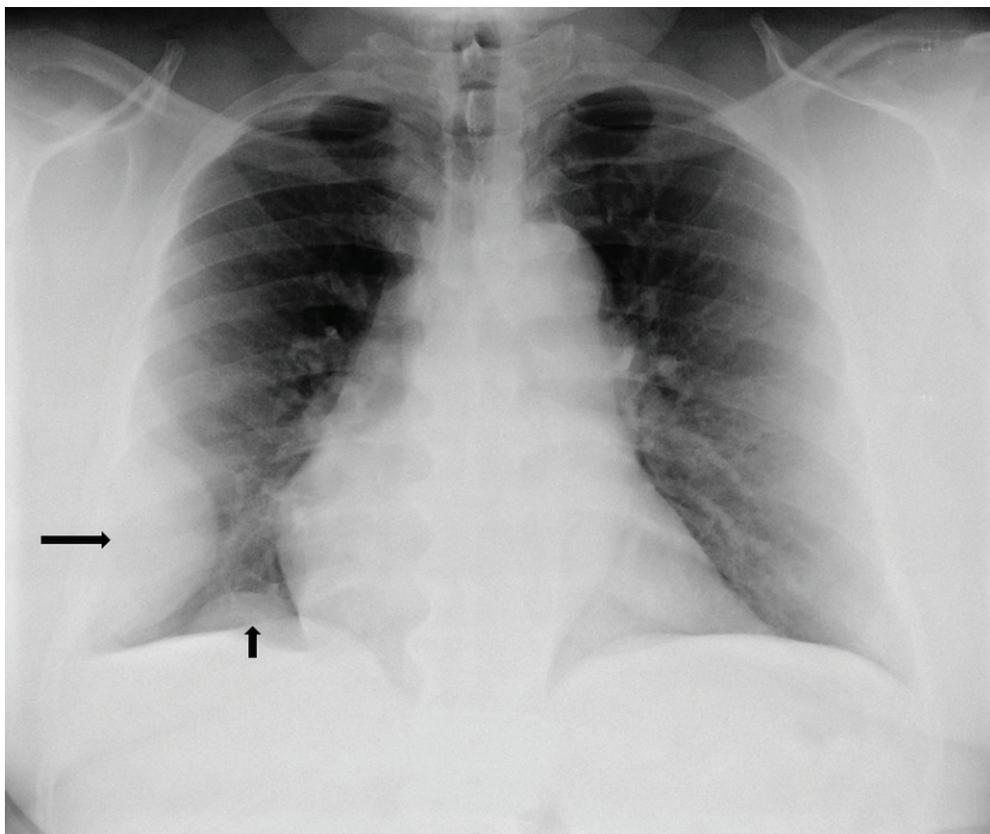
Radiografia de tórax em incidência posteroanterior. Podem ser vistas duas massas, com margens lisas; uma maior, na parte lateral do tórax inferior direito (seta maior), e uma menor, logo acima do diafragma direito, perto do ângulo cardiofrênico (seta menor). Observe o ângulo obtuso que ambas as lesões formam com a parede torácica e o diafragma, respectivamente, o que sugere origem pleural ou extrapleural.
